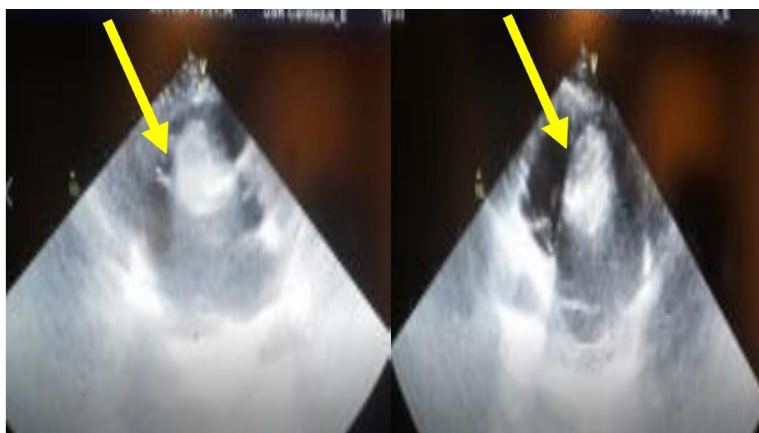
image échocardiographique d'un lipome du septum interventriculaire. (Flèche jaune).
